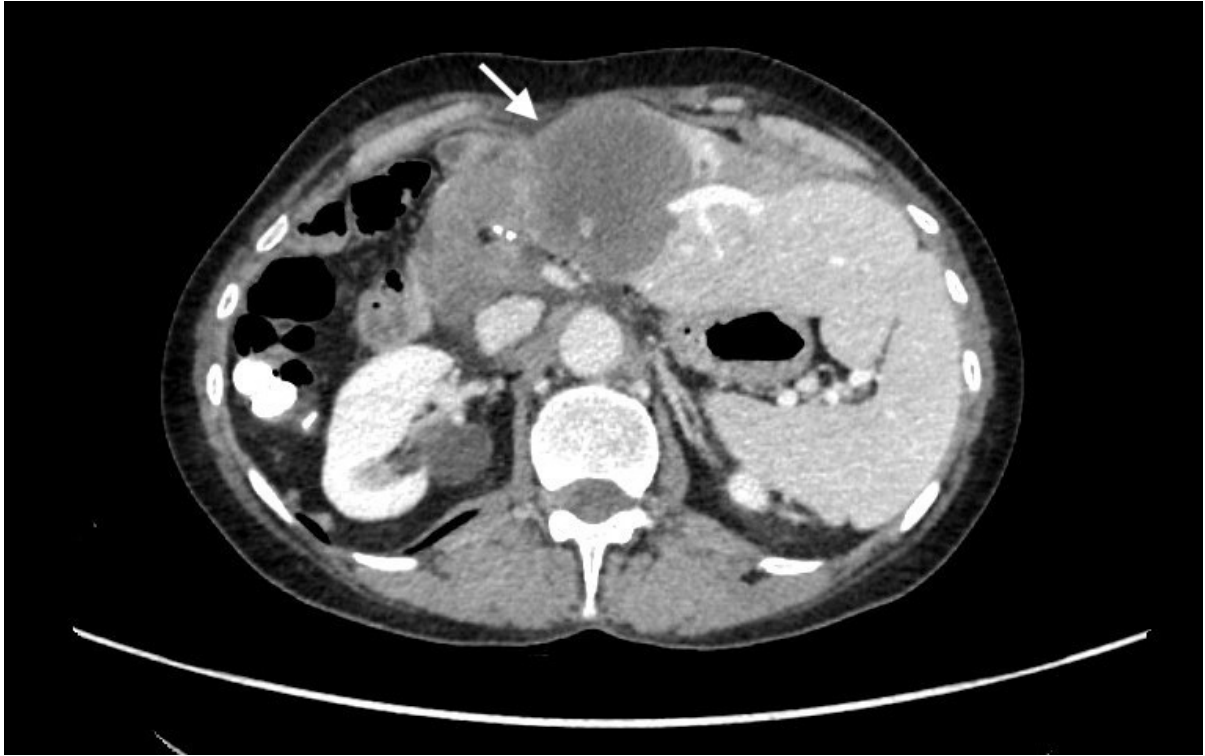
Cystic echinococcal lesions (white arrow) in CT image - case 2.
